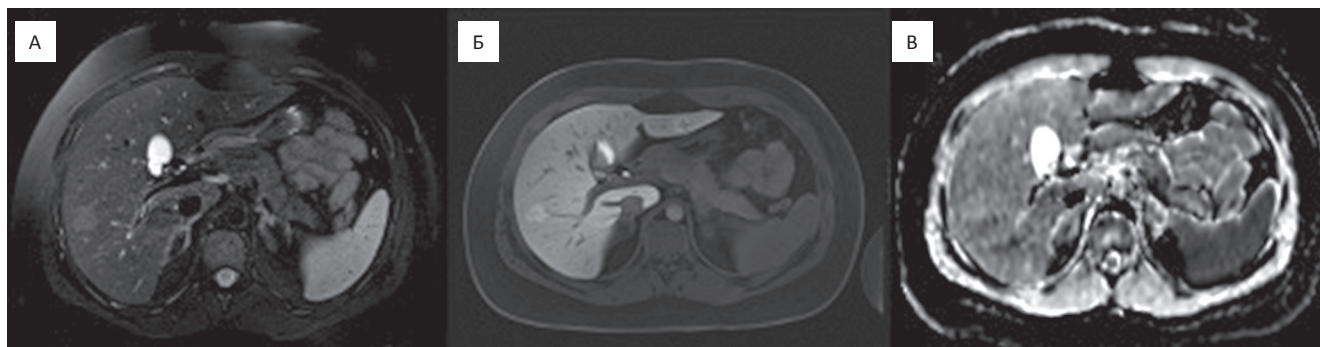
Пациентка 16 лет. Рабдомиосаркома влагалища, специфическое лечение окончено год назад. МРТ в аксиальной проекции: А — T_2 ВИ. Б — T_1 ВИ, отсроченная фаза (40 мин); В — ИКД-карта. В правой доле печени очаг слабо гиперинтенсивный на T_2 ВИ, не имеющий ограничения диффузии, накапливающий контрастный препарат в гепатоспецифичную фазу
